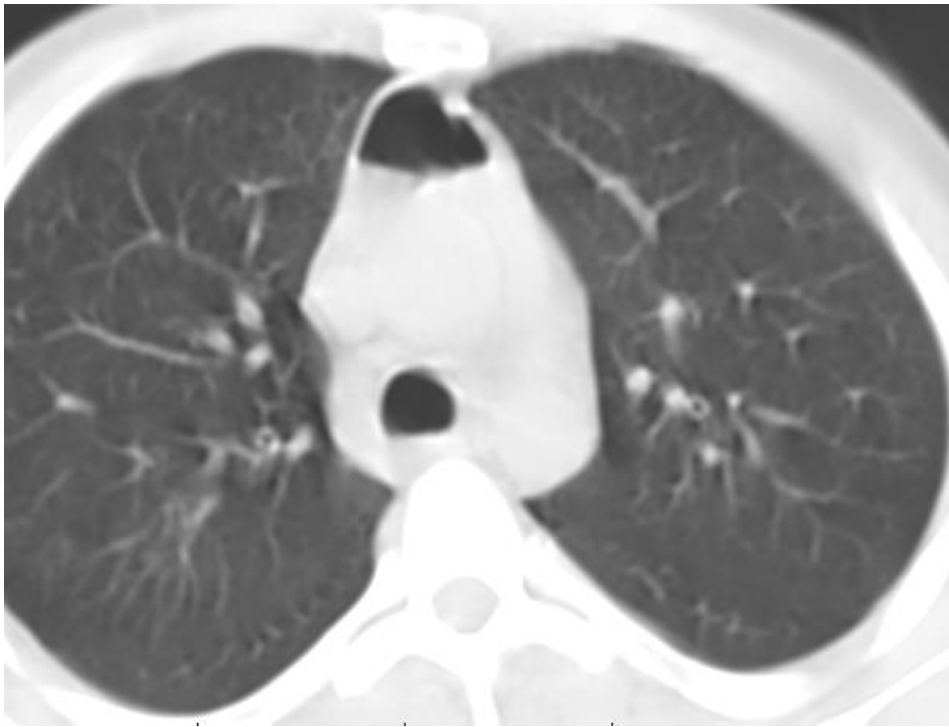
СКТ ОГК хворого І., карта клінічного спостереження № 8. Одонтогенна флегмона дна порожнини рота, навкологлоткового простору, пре- та ретровісцерального простору, ускладнена переднім тотальним медіастинітом.
